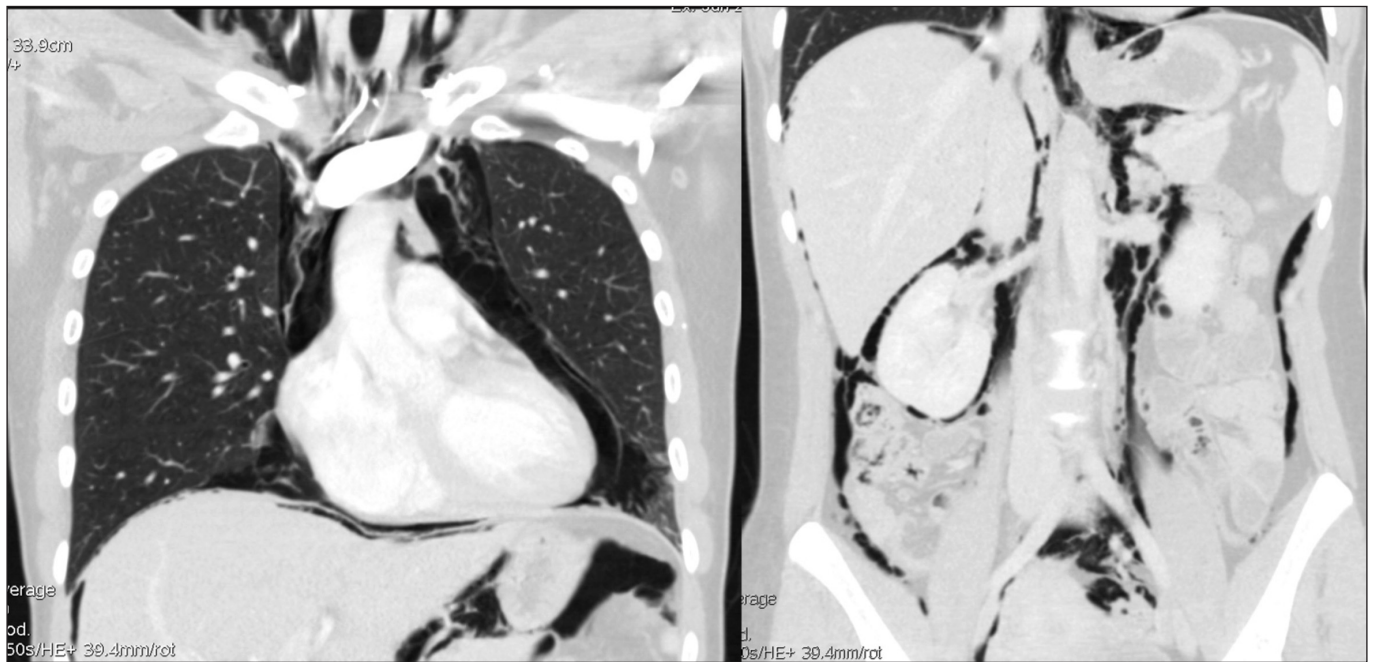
TAC toracoabdominal que muestra neumomediastino, neumotórax, neumoperitoneo y neumo-retroperitoneo.
